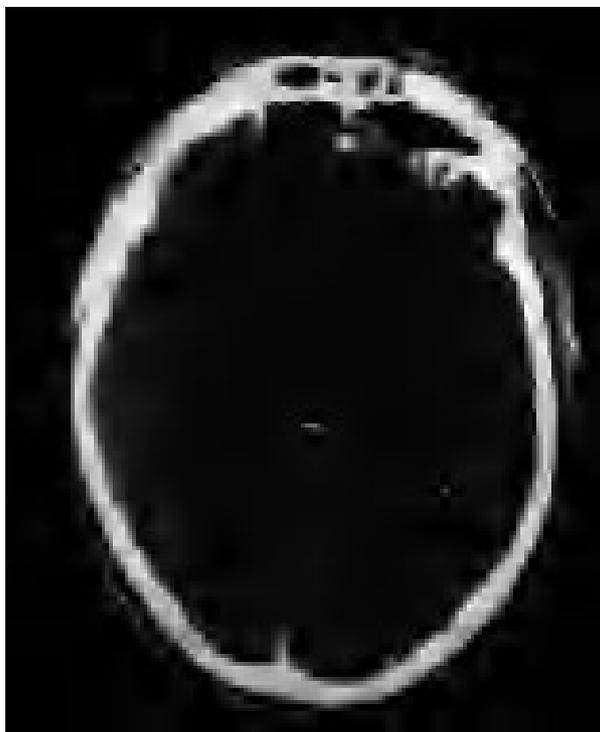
Corte coronal de TAC donde se muestra la ocupación del seno frontal, el absceso subgaleal, empiema subdural y cerebritis.
